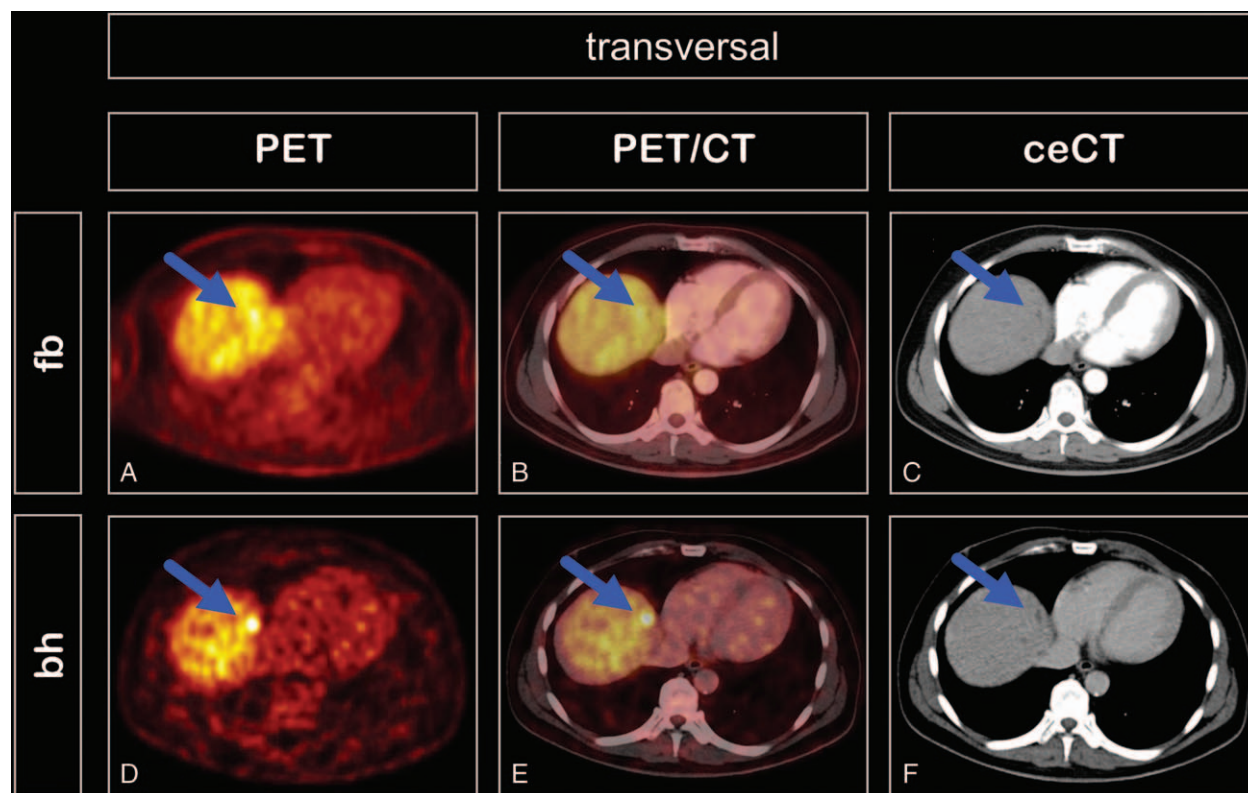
Transversal PET (A and D), PET/CT (B and E), and ceCT (C and F) images of a male patient with liver metastasis of malignant melanoma (liver segment II). The lesion (arrows) was not visible at free-breathing PET (A) but was evident at breath-hold PET (D). This lesion had a morphological correlate in the arterial (C) and late venous (F) phases of contrast-enhanced CT. Breath-hold time was 21 seconds, SUV_{max} was 13.3.
